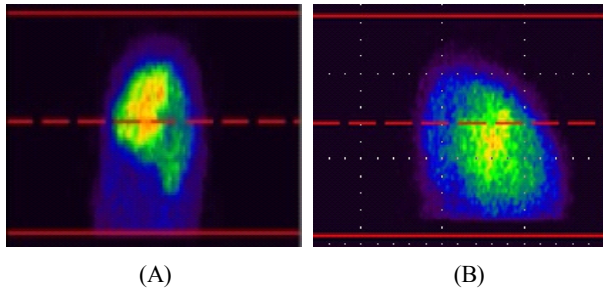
Without motion During Brain SPECT(A) With motion During Brain SPECT(B)
